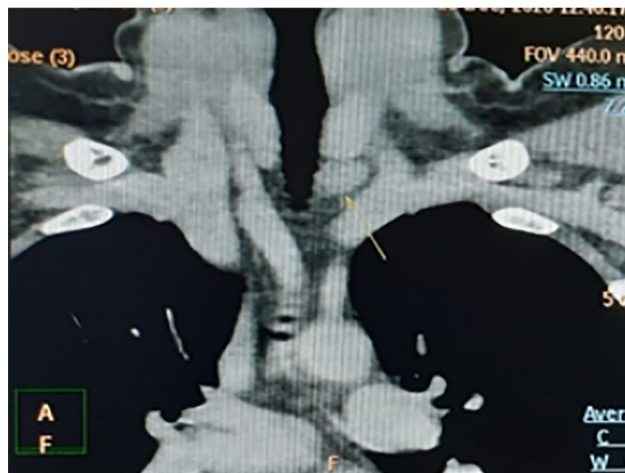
МСКТ шеи. Стрелкой указана аденома околощитовидной железы в области нижнего полюса левой доли щитовидной железы
